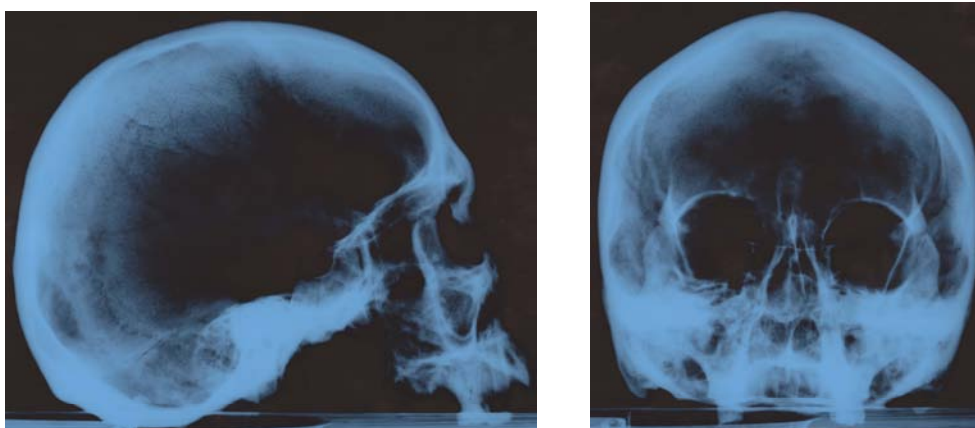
Рентгенологические снимки черепной капсулы мужчины 35–40 лет из п. 1 к. 48 могильника Царев.
